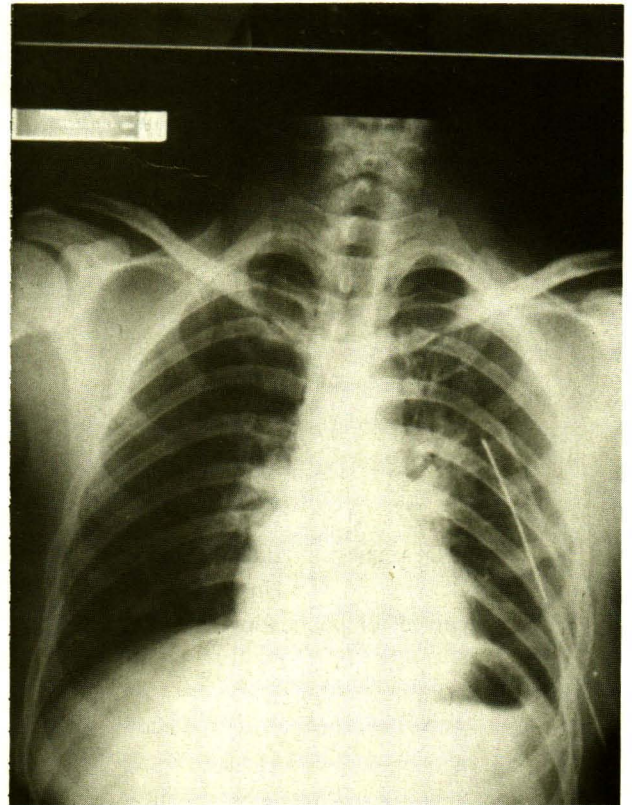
Chest x-ray after intercostal drainage.
